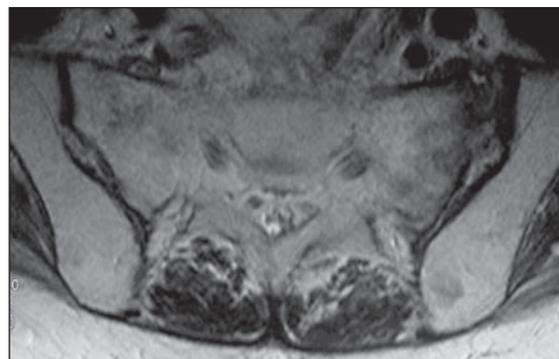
Ressonância magnética, corte axial ponderado em T2.
